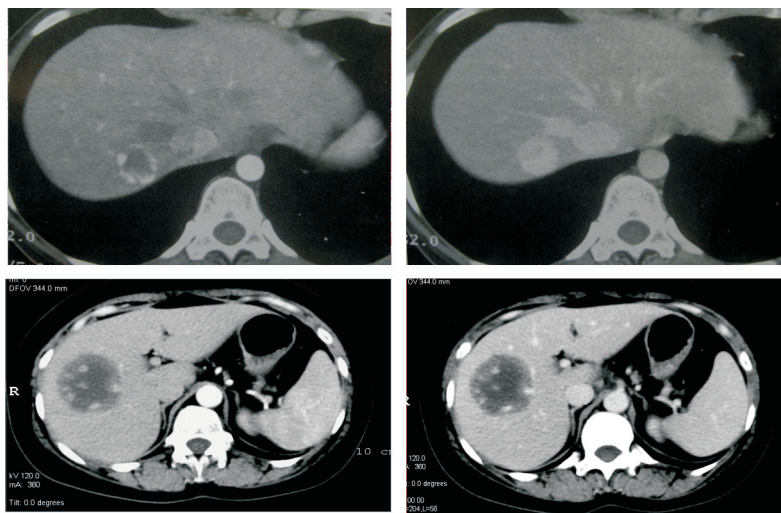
Tomografía axial computarizada de hígado que muestra hemangiomatosis.
